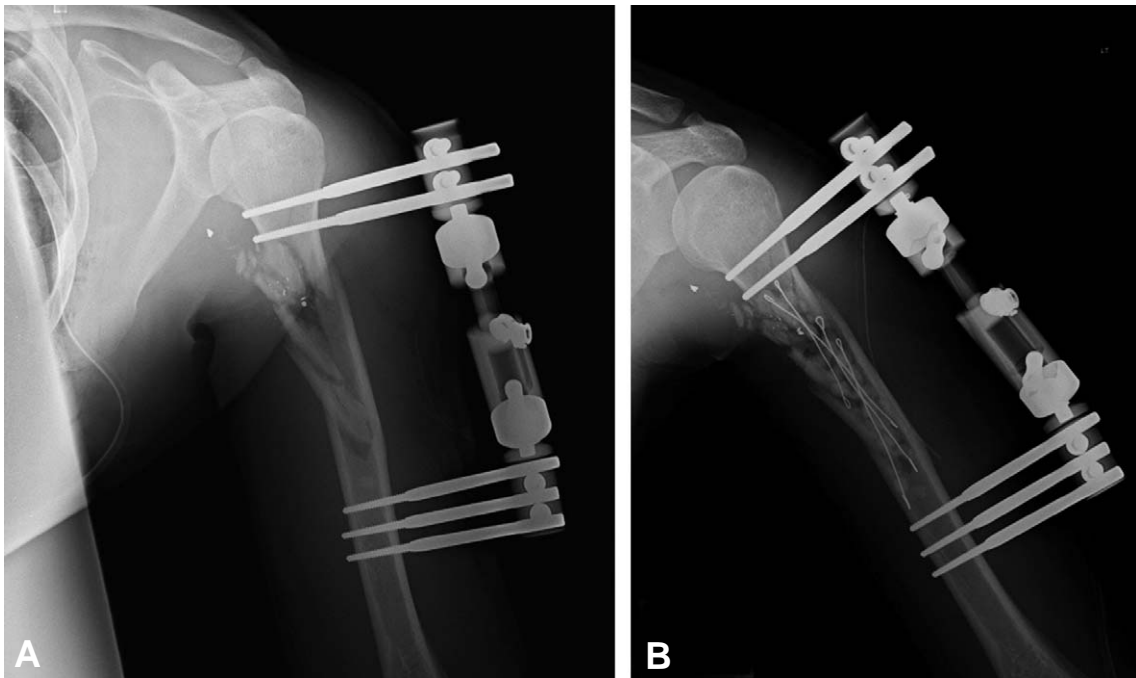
Sequential postoperative anteroposterior X-ray images. (A) Radiograph shows a satisfactory alignment of fractured humerus with external fixator. Most of the bullet fragments were removed. (B) After insertion of Cefazolin-Vancomycin-Gentamicin cement beads.
